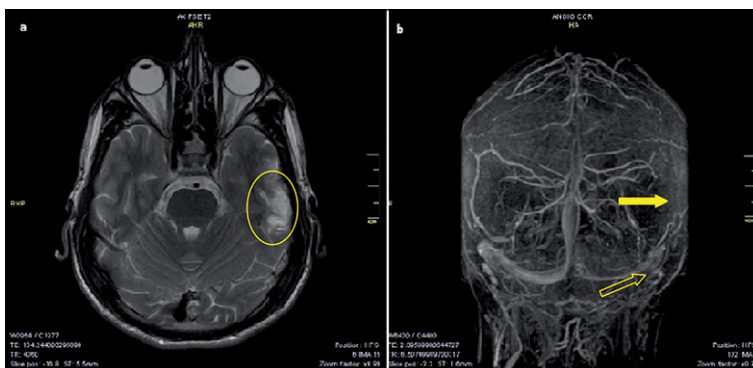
Resonancia magnética (a) de cráneo con imagen de infarto hemorrágico temporal izquierdo (círculo) y trombosis venosa superficial (flecha sólida) y seno sigmoideo izquierdo (flecha hueca) (angio-resonancia [b]).
